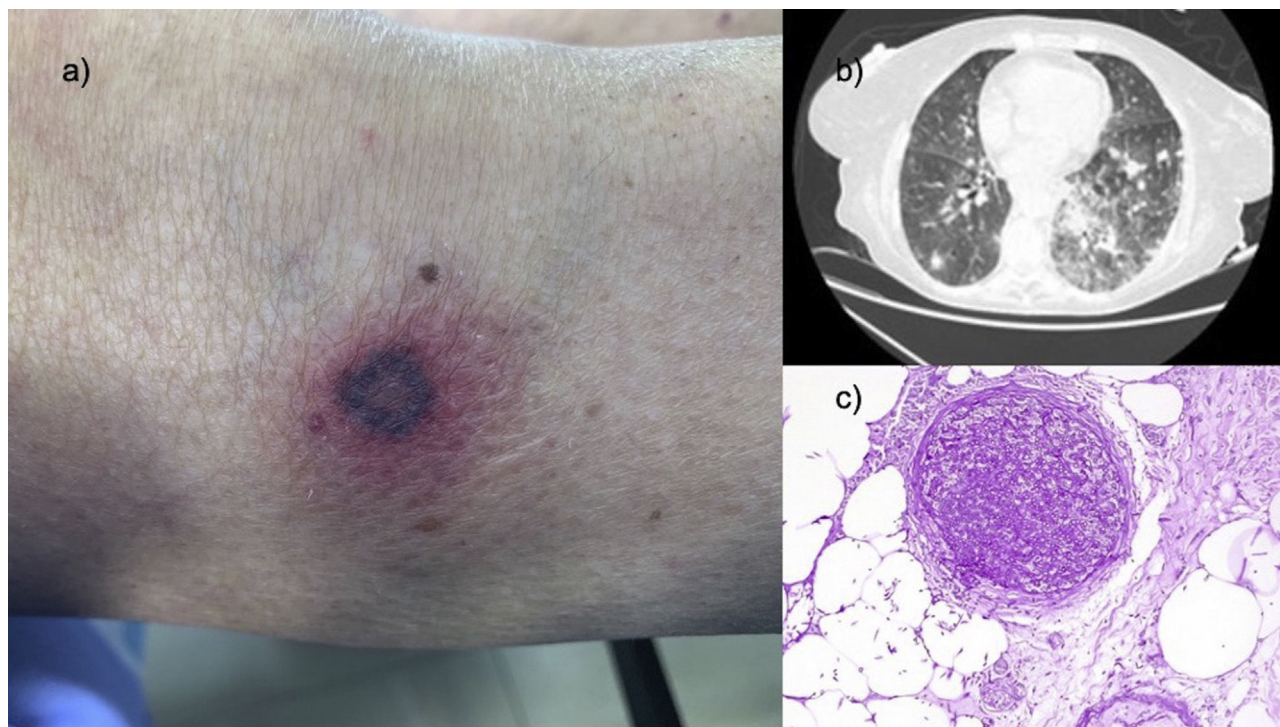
a) Fotografía de la lesión localizada en la región externa de la rodilla derecha. b) Imagen del TAC de tórax con ventana pulmonar en la que se observa el patrón en empedrado bilateral y la presencia de numerosos nódulos. c) Hematoxilina-eosina ×40: vaso de mediano tamaño completamente obstruido por la presencia de un trombo de estructuras fúngicas.
